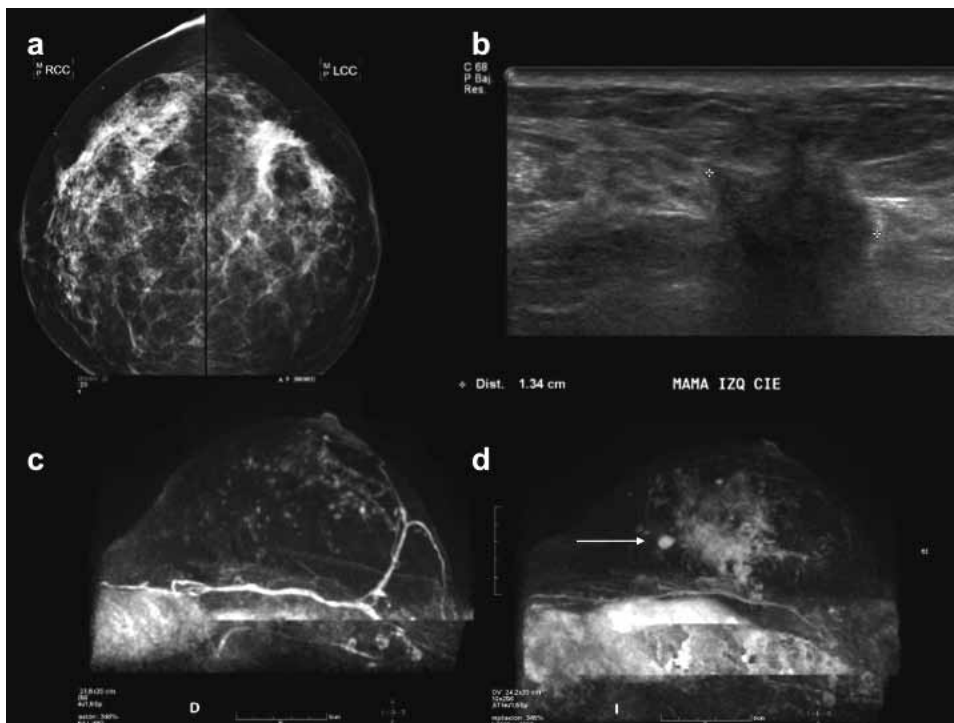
Paciente peri-menopáusica, con antecedente de reducción mamaria antigua. Mamografía digital, proyecciones CC (a): distorsión bilateral, de predominio izquierdo, sin mayores cambios respecto a estudios previos. El US de complemento (b), detectó un nódulo sospechoso de 13 mm en el CIE izquierdo, cuya biopsia Core identificó un Ca ductal infiltrante. La RM preoperatoria es normal a derecha (c). Además del nódulo biopsiado (flecha), detecta un amplia área de captación, abarcando ambos cuadrantes externos izquierdos (d). Se efectuó una nueva biopsia Core – esta vez aleatoria, hacia la UCE izquierdos, según las coordenadas proporcionadas por la RM, confirmando extenso componente in situ. Caso para ilustrar el Grupo 4: la RM - al detectar una nueva lesión maligna - cambia radicalmente y de manera correcta la conducta quirúrgica.
